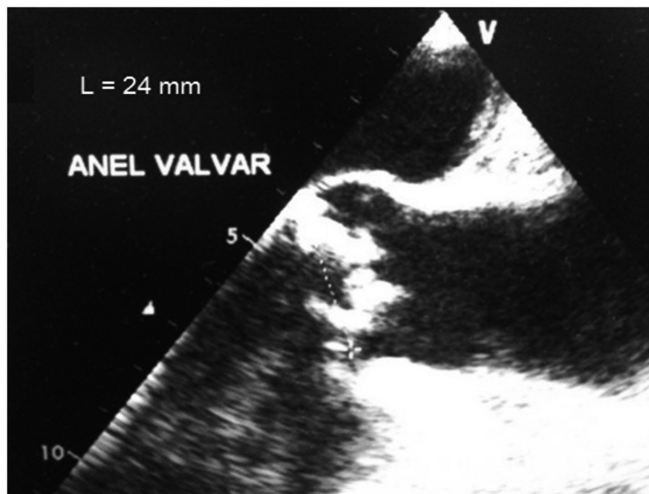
Medida do anel aórtico pelo ecocardiograma transesofágico
